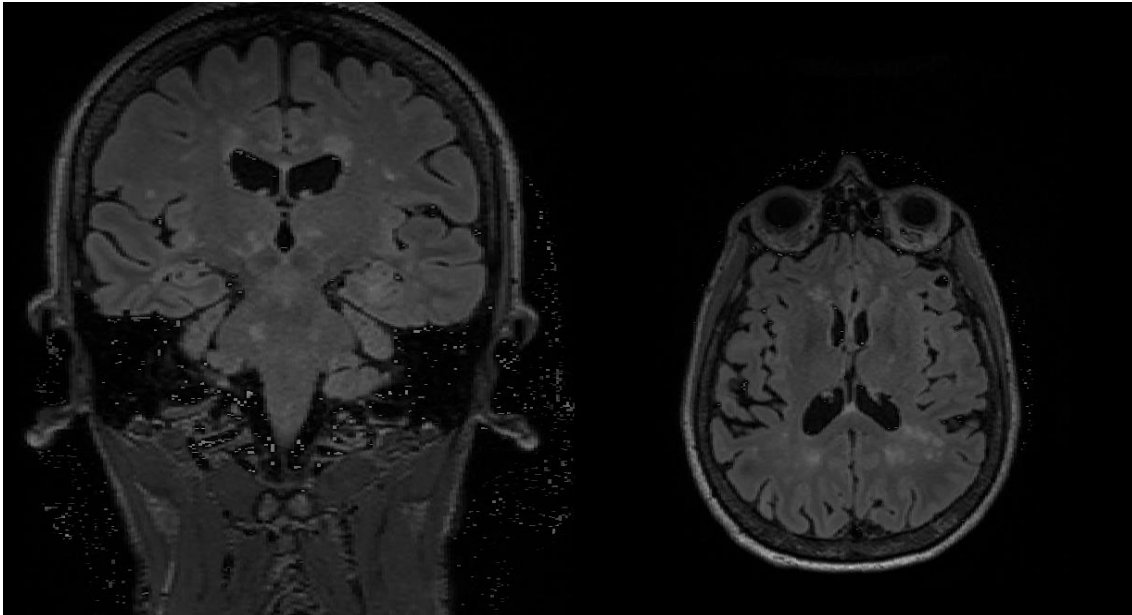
Risonanza Magnetica (FLAIR)
